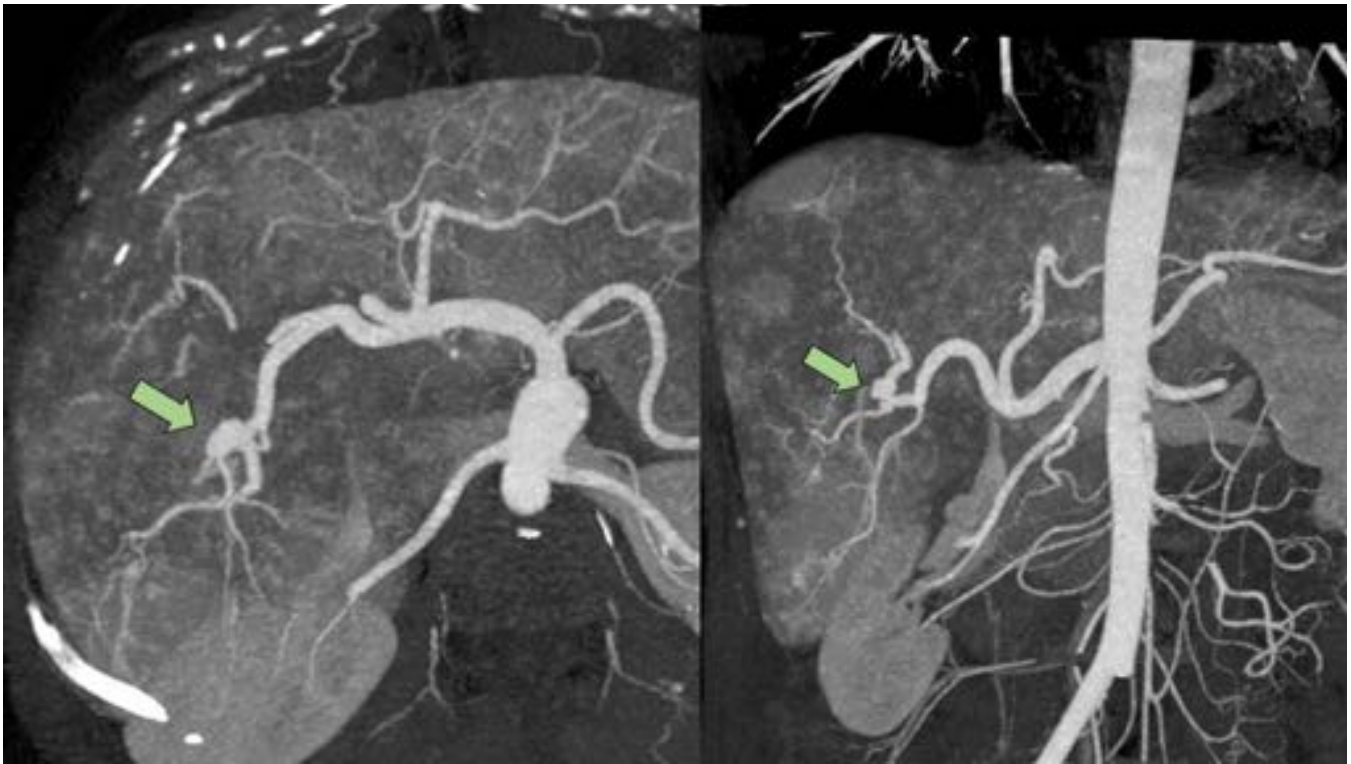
TC con reconstrucción MIP: Múltiples telangiectasias más evidentes en la reconstrucción actual y pequeño aneurisma de arteria hepática derecha (flechas verdes)
